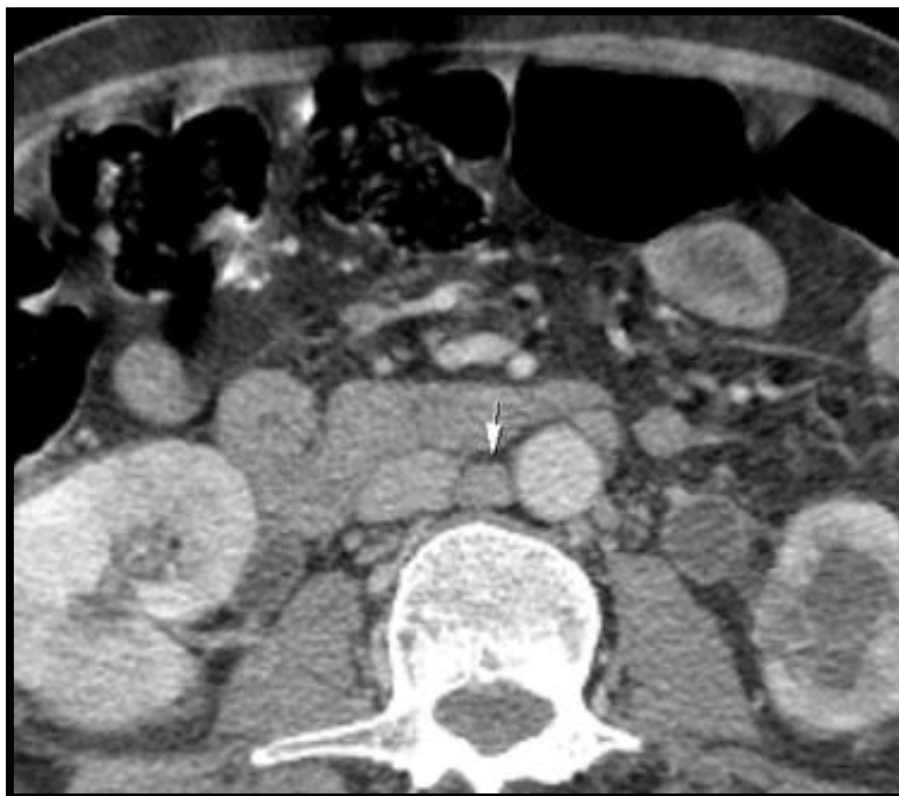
Coupe axiale montrant une adénopathie inter-aortico-cave (flèche) de 10 mm de petit axe, retenue métastatique après sa progression sur plusieurs TDM TAP consécutives, chez un patient de 65 ans porteur d'un carcinome urothélial de haut grade (service de radiologie du CHU Hassan II)
